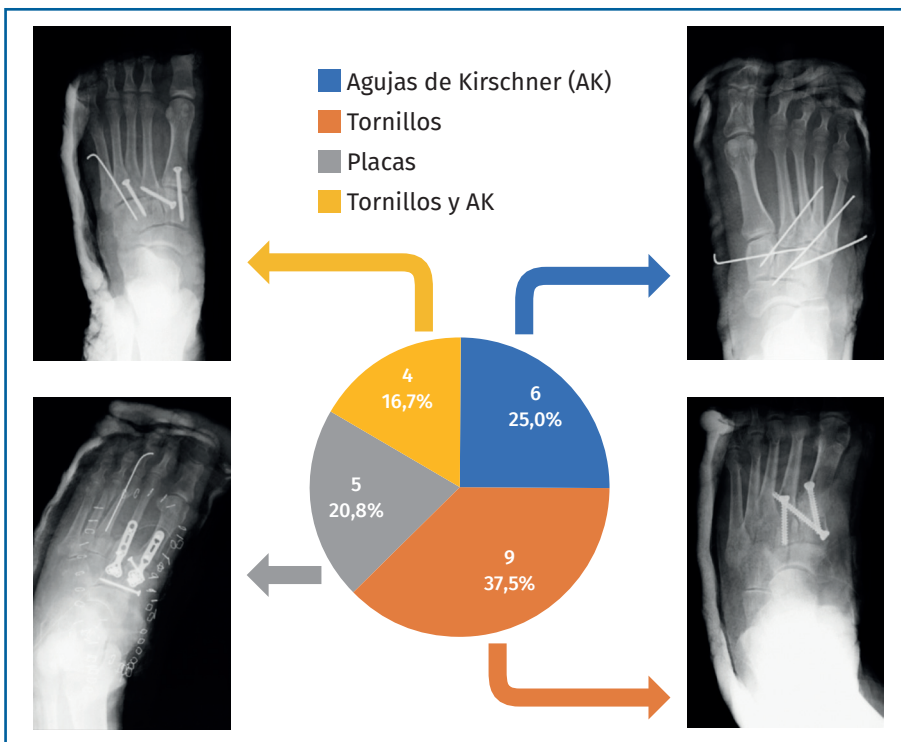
Frecuencia de cada tipo de material de osteosíntesis empleado y radiografías de nuestra serie.
